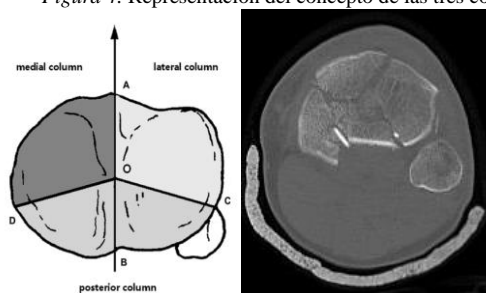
Izquierda: Representación esquemática del concepto de las tres columnas tomada de Luo et al. (2010). Punto A: tuberosidad tibial, punto B: zona más anterior de la tibia, punto C: cresta posteromedial tibial y punto D: zona posterior. Derecha: Imagen preoperatoria TAC.
